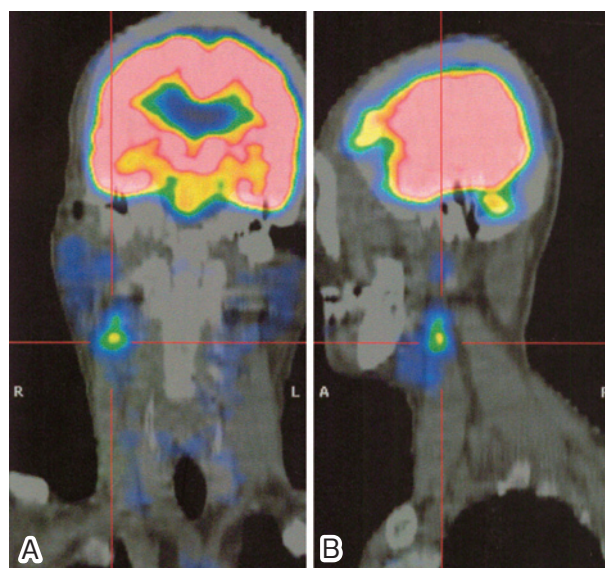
Coronal (A) and sagittal (B) [<sup>18</sup>F] fluorodeoxyglucose (18F-FDG) positron-emission tomography (PET)-CT fusion images demonstrate increased FDG activity in the area of the right carotid bulb.
